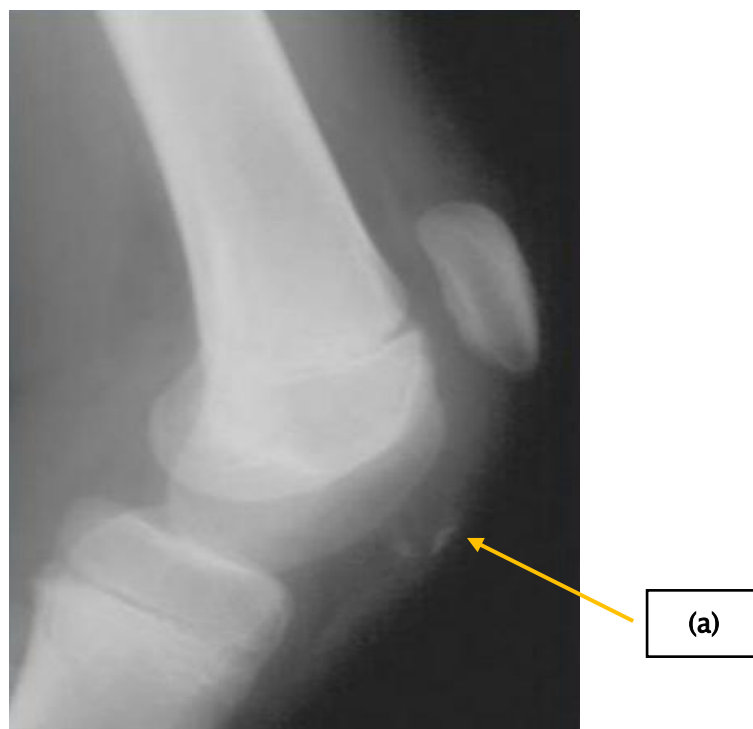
Radiographie de profil du genou montrant un décollotement du tendon rotulien (a) (35)
